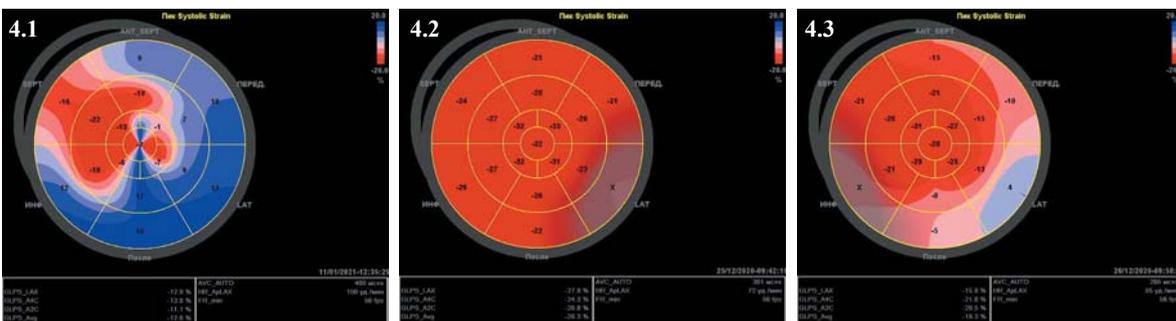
Варианты сегментарной раскладки показателя продольной деформации миокарда ЛЖ (так называемый «бычий глаз») левого желудочка (AFI) в группе КТ-2.
